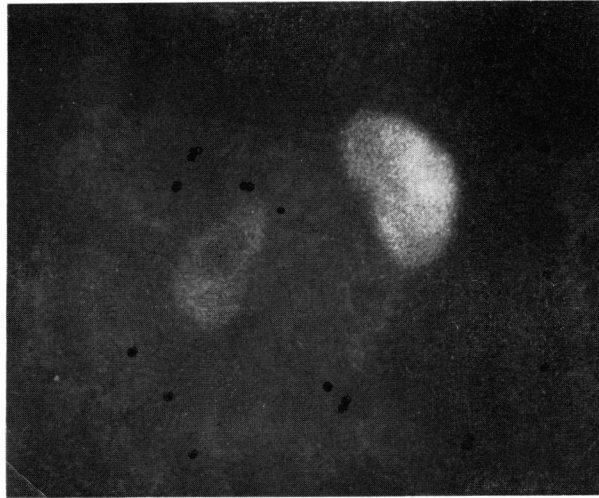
Case 5. S.T., 52-year-old male, left ureteropelvic junction stenosis, 5 months after operation. a: Post-operative IVP, b: Post-operative serial renoscintigram, c: Post-operative renogram and regional renogram curves, P: pelvic curve, C: cortical curve
